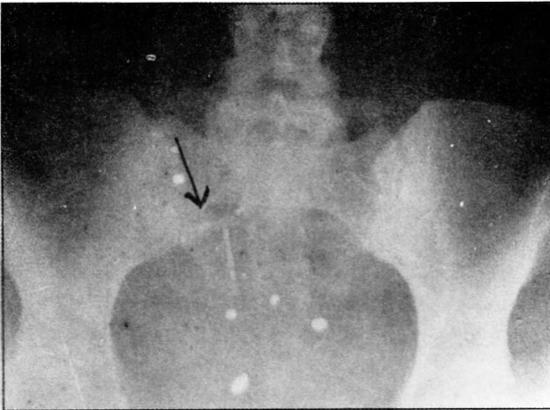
Radiografía de abdomen de pie, se ve un asa delgada dilatada y con niveles. DIU en la pelvis.
